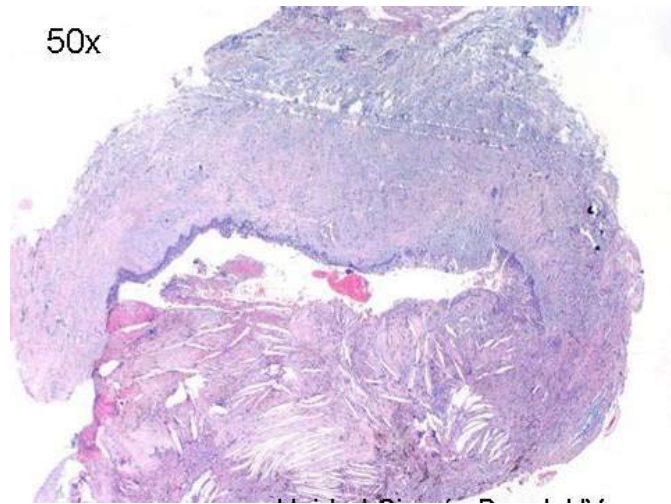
Vista panorámica de quiste periapical, donde se observan abundantes cristales de colesterol en la pared⁹.
